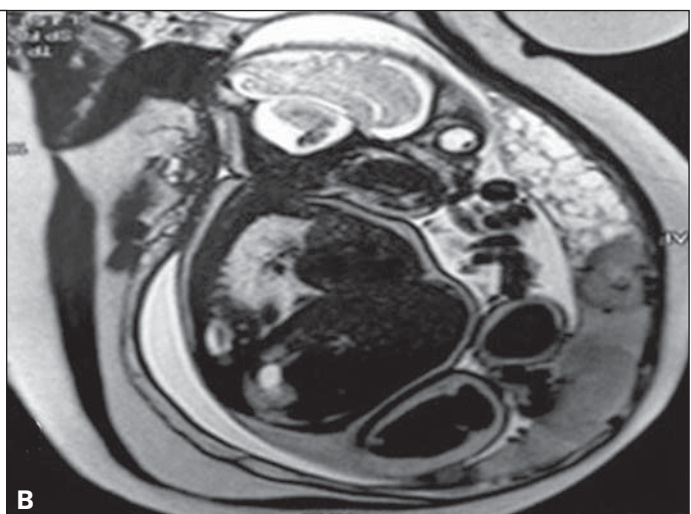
A: Ultrassonografia transvaginal de rotina obstétrica na 12ª semana de gestação mostrando feto de morfologia normal e área placentária sugerindo mola hidatiforme completa. B: Ressonância magnética feita na 27ª semana de gestação identificando feto sem anomalias morfológicas e duas áreas placentárias distintas: uma de aspecto normal e outra caracterizada por múltiplas áreas vesiculares, hiperintensas, sugerindo trata-se de gravidez molar gemelar. A gestação foi interrompida na 28ª semana de gestação por pré-eclâmpsia grave (hipertensão grave, síndrome HELLP e edema agudo de pulmão) e feita cesariana. O recém-nascido, prematuro extremo, sobreviveu sem sequelas. A paciente ficou bem após a cesariana e teve alta do seguimento pós-molar após 12 meses de dosagens normais de β -hCG, sem necessidade de quimioterapia.
